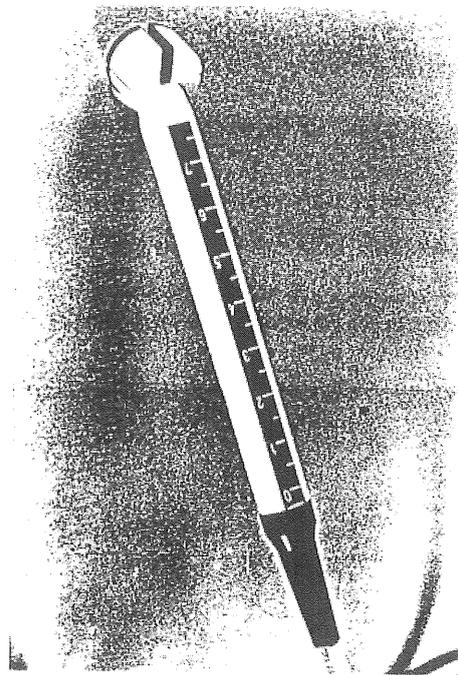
Sonde doppler échancrée. Noter l'échelle graduée sur le manche, permettent de mesurer la longueur de l'aiguille pénétrant le site de ponction.
